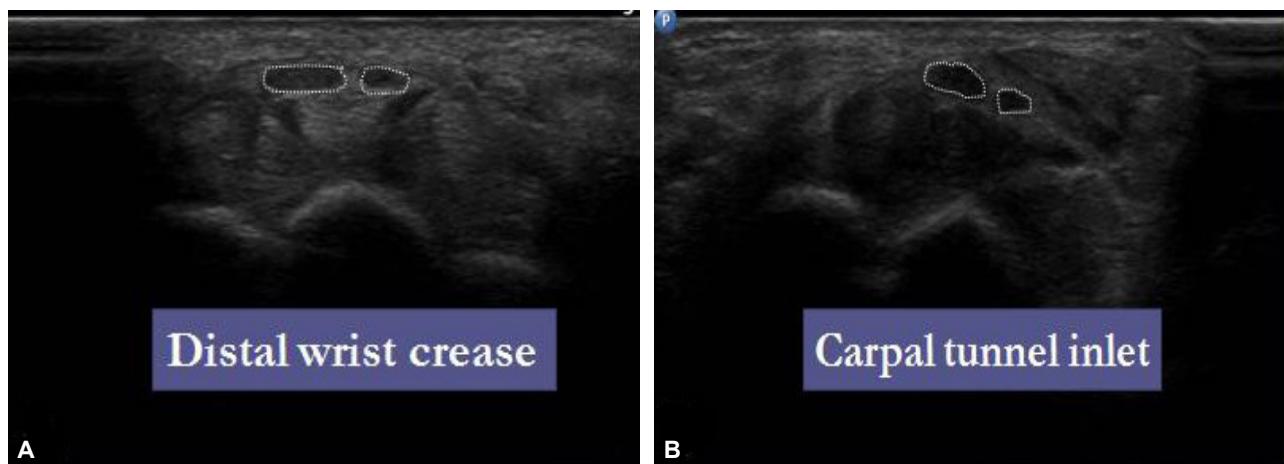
(A, B) Median nerve at wrist. Ultrasonography revealed median nerve swelling and bifid median nerve at wrist.
